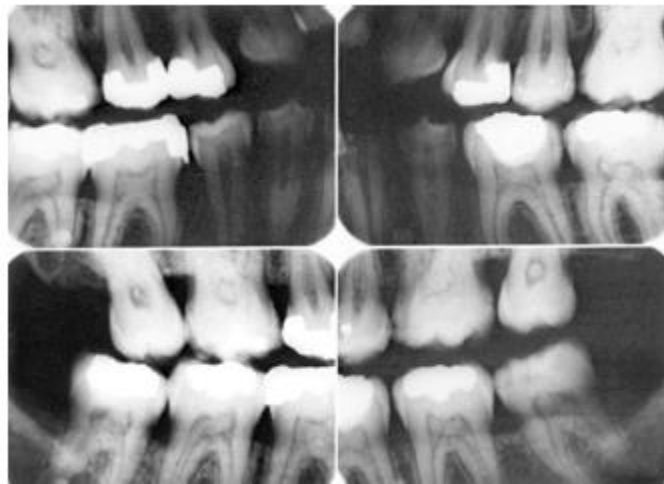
Radiografias apresentando dentes com calcificação pulpar na câmara pulpar e nos condutos radiculares.
